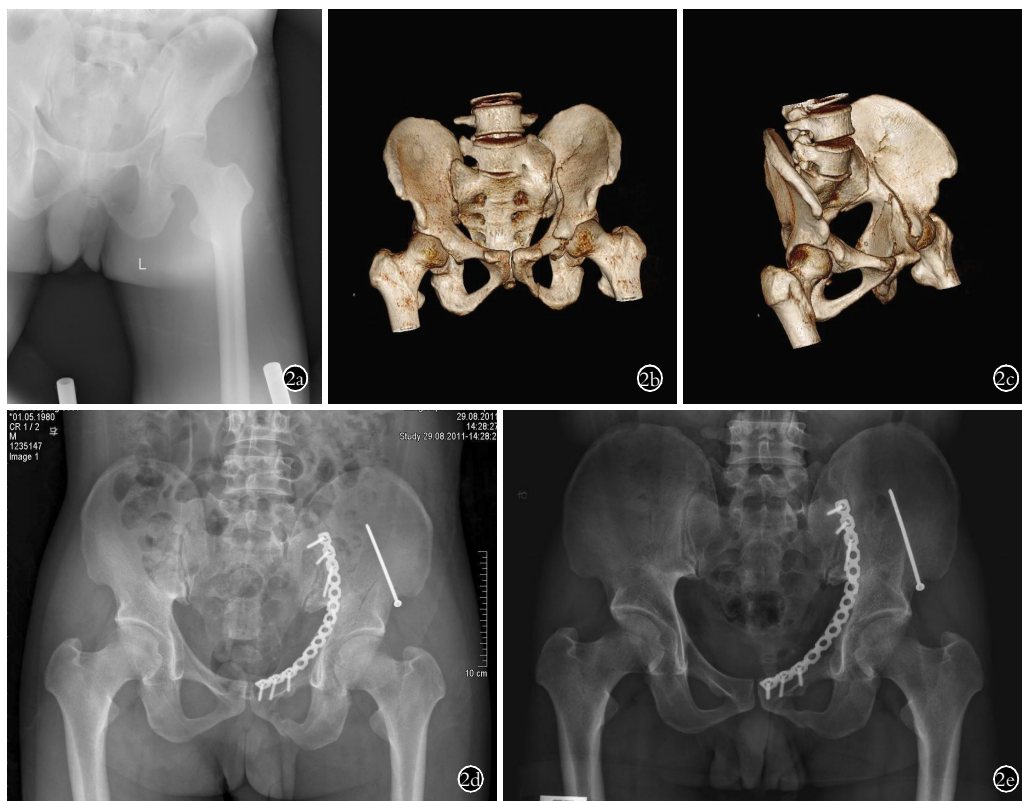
患者,男,31岁,高处坠落伤致左侧髋臼前柱合并前壁骨折,行单一改良髂腹股沟下入路手术 2a.术前 X 线片 2b,2c.术前 CT 三维重建显示左侧髋臼前柱合并前壁骨折 2d.术后 X 线片,骨折解剖复位,改良髂腹股沟下入路手术由于没有腹股沟韧带限制,容易直视下自髂前下棘旋入 LC2 螺钉固定前柱和髂骨翼 2e.术后 1 年 X 线片示骨折愈合,无异位骨化
